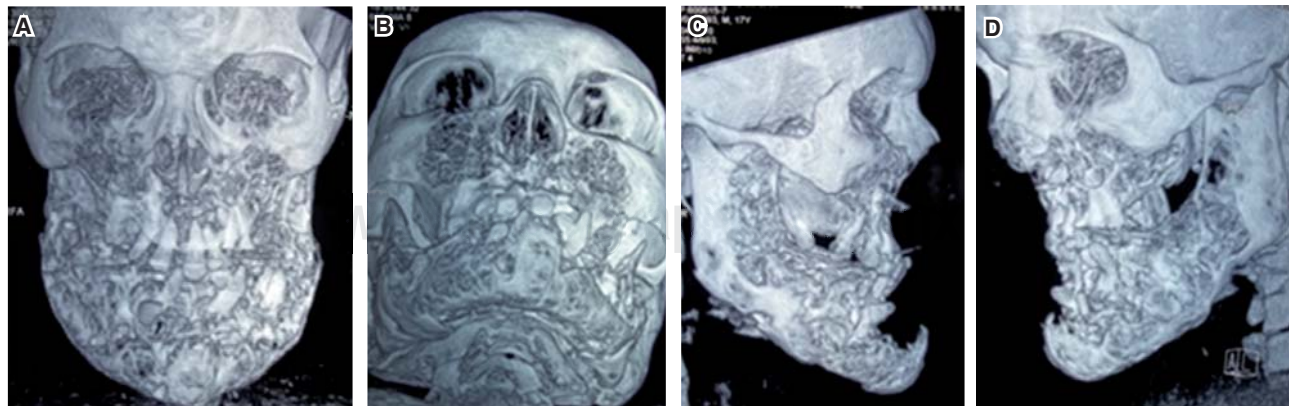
Tomografía axial de macizo facial con reconstrucción 3D en la que se observan variaciones de densidad en maxilares. Las estructuras óseas aparecen irregulares y se extienden sólo en los segmentos relacionados con los órganos dentarios, los huesos cigomáticos, la parte posterior de la rama mandibular y el cóndilo de ésta se encuentran afectados.
